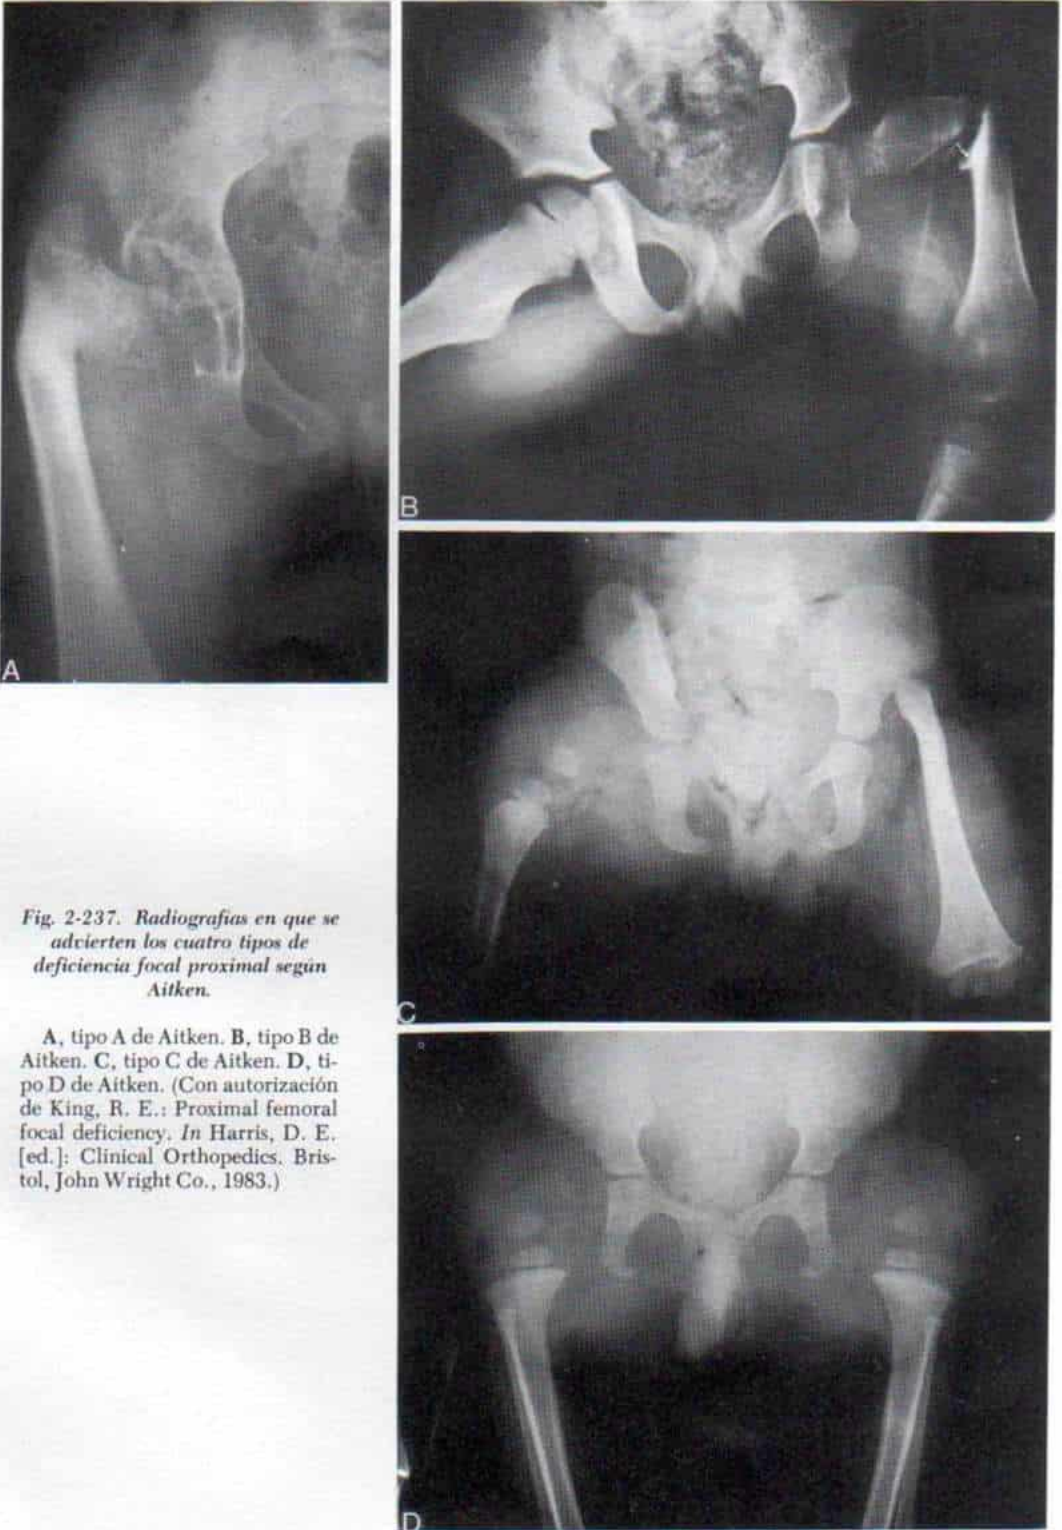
Radiografías en que se advierten los cuatro tipos de deficiencia focal proximal según Aitken.
